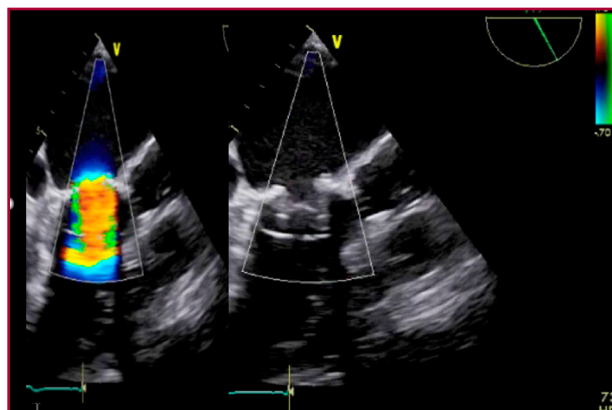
Válvula SAPIENT XT en posición mitral, evaluación ecocardiográfica transesofágica con Doppler (izq.) y sin Doppler (der.).
